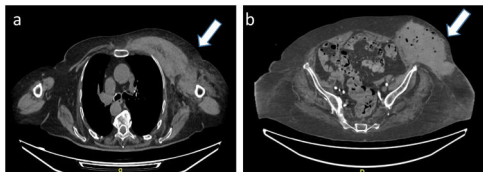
a) Imagen de tomografía axial computarizada que muestra el hematoma espontáneo pectoral de 9,7 × 5,2 × 5,9 cm; b) Imagen de tomografía axial computarizada que muestra hematoma espontáneo en pared abdominal.
